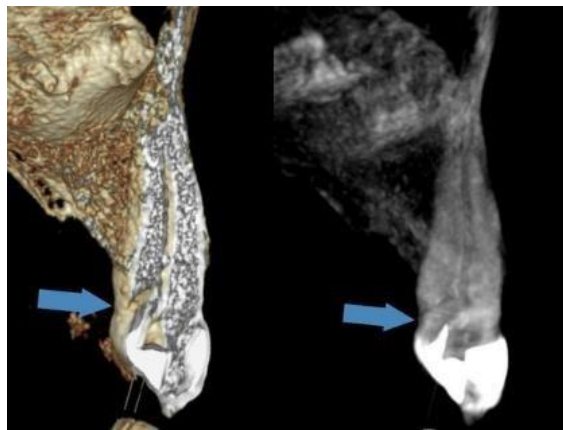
Tomografía Computarizada, se observa ausencia de tabla cortical externa
